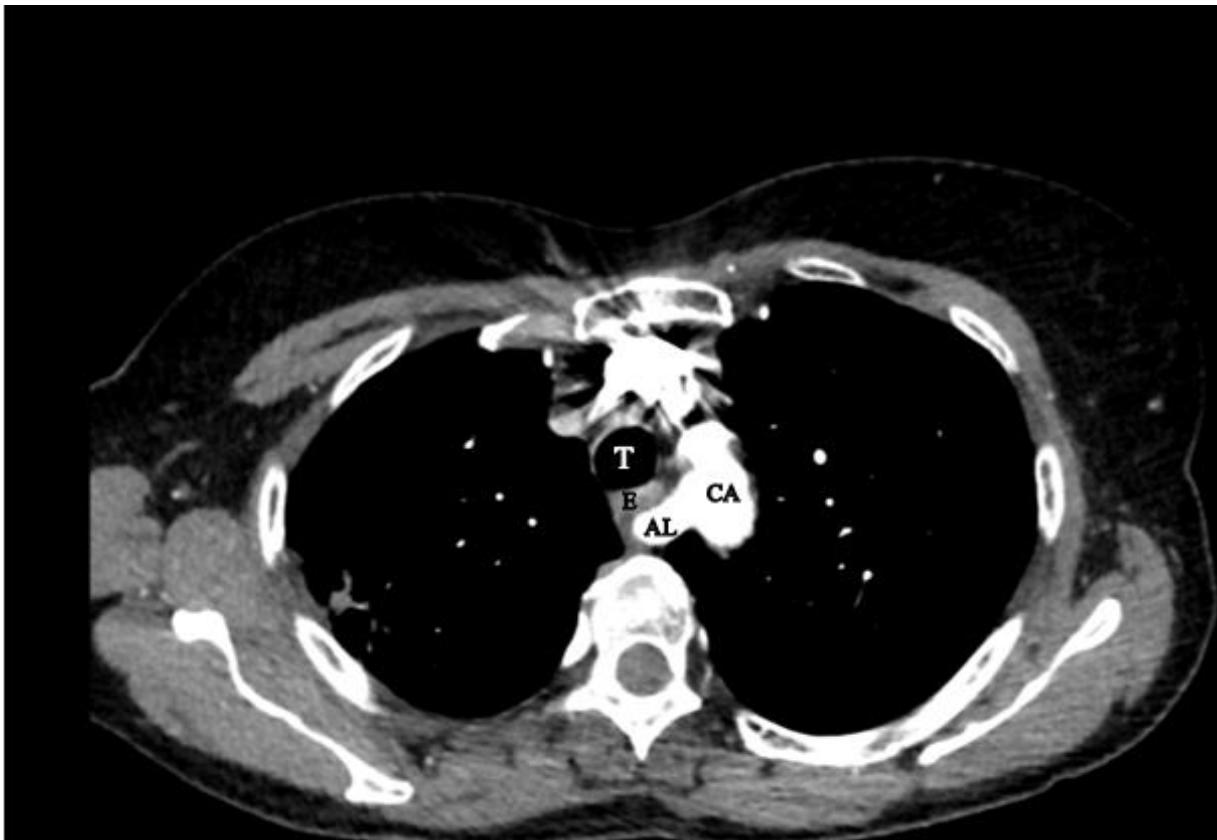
Tomografía computada de tórax con contraste en vista transversal. Se aprecia origen de arteria lusoria (AL) en el cayado aórtico (CA) cruzando por detrás de la tráquea (T) y esófago (E) hacia el miembro superior derecho.
